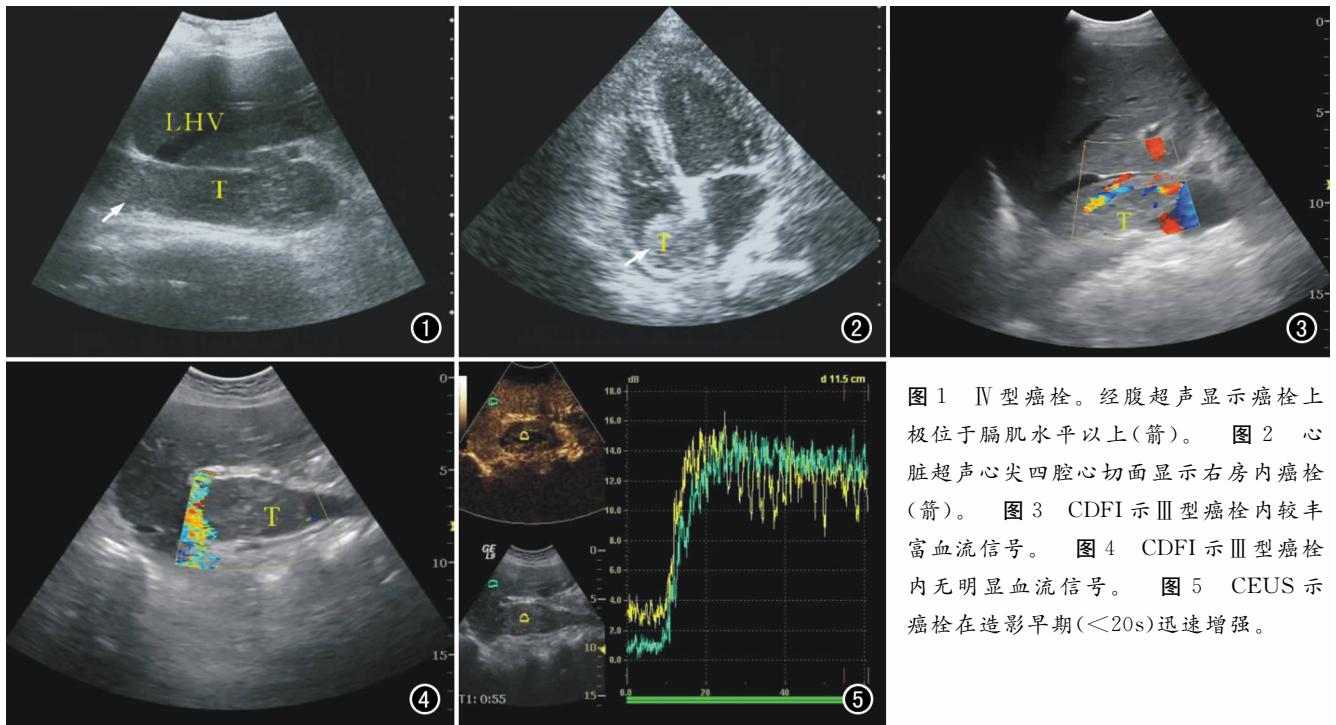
IV 型癌栓。经腹超声显示癌栓上极位于膈肌水平以上(箭)。图 2 心脏超声心尖四腔心切面显示右房内癌栓(箭)。图 3 CDFI 示Ⅲ型癌栓内较丰富血流信号。图 4 CDFI 示Ⅲ型癌栓内无明显血流信号。图 5 CEUS 示癌栓在造影早期(<20s)迅速增强。
